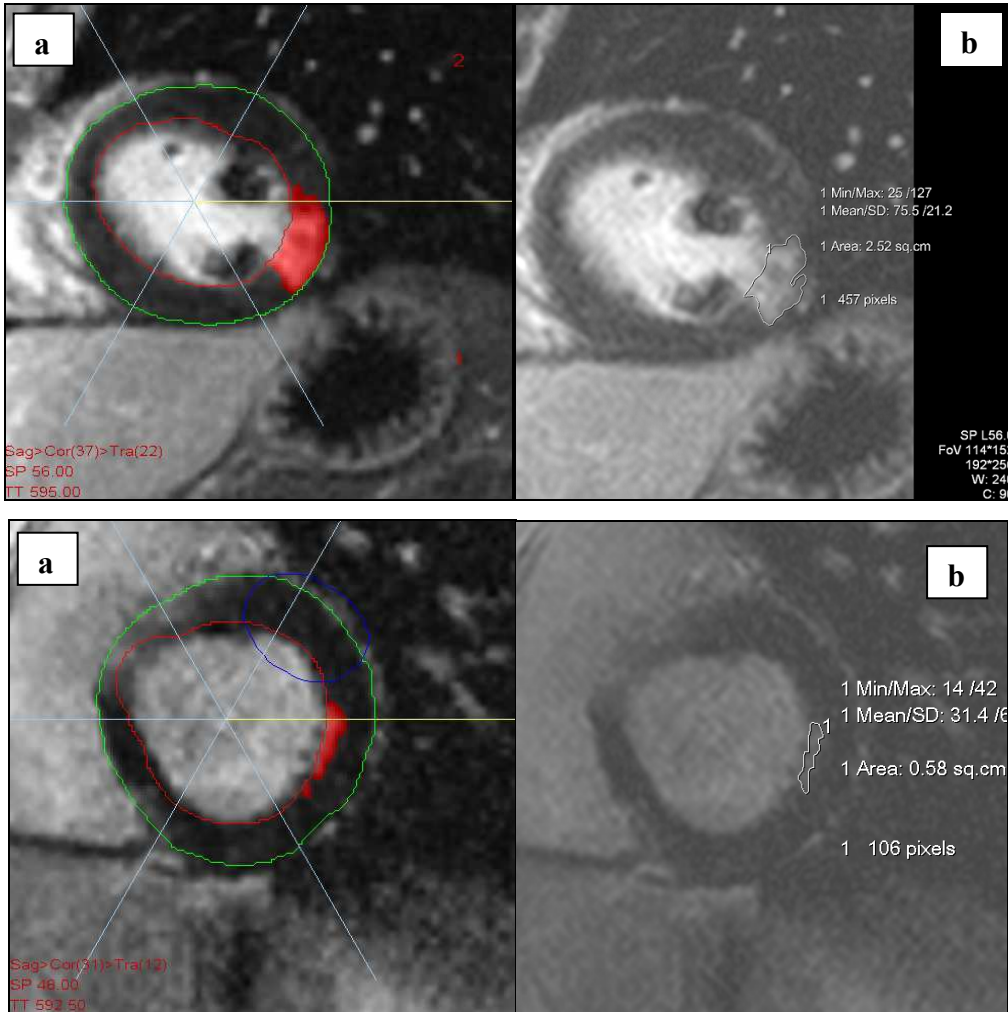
Oben: Kurzachsen- LE- MRT- Bilder eines 40- jährigen Patienten mit Morbus Hodgkin. Unten: Kurzachsen- LE- MRT- Bilder eines 53- jährigen Patienten mit Morbus Hodgkin. a) Darstellung des LE- Signals im VPT3.0- Programm. b) Abbildung des korrespondierenden Bild in der Viewingauswertung.
